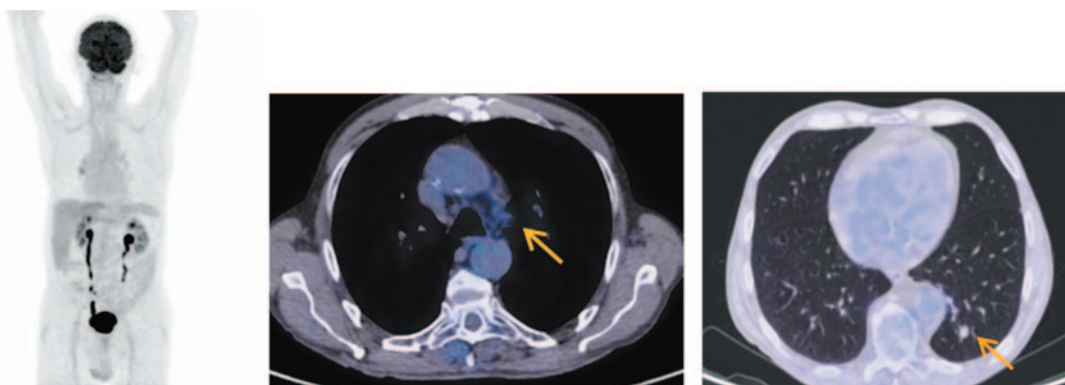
Больной П., 76 лет, после 20 введений атезолизумаба (через 13 мес от начала лечения). На МIP- и аксиальных ПЭТ/КТ-проекциях в нижней доле левого легкого сохраняется тяж фиброза с узловым образованием в структуре прежней конфигурации размером до 12×10 мм без метаболической активности ФДГ и лимфоузлы аортопульмонального окна с фоновой фиксацией РФП.
